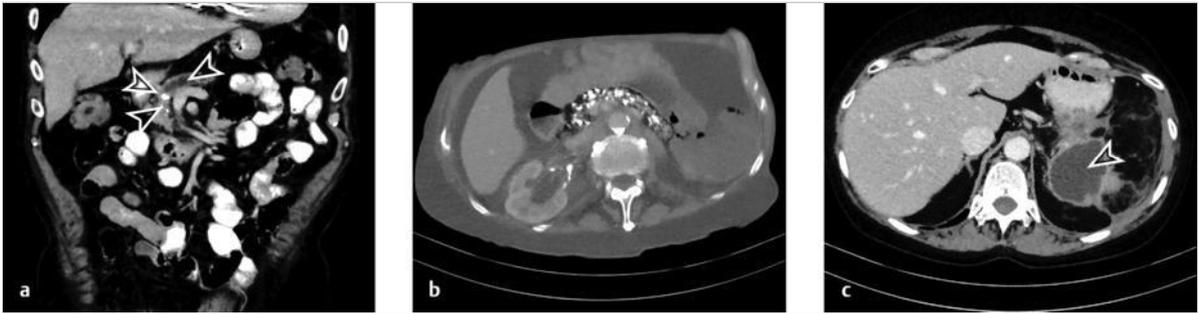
Chronische Pankreatitis. CT-Bilder. (Quelle: Dr. med. Norbert Wilke, Radiologisches Zentrum Höchststadt)
